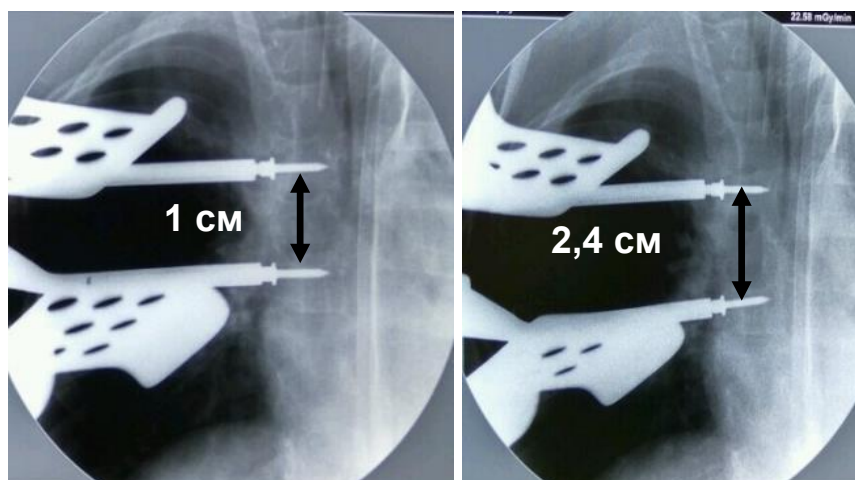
Интраоперационный рентгенологический контроль этапа контролируемой дистракции передней колонны позвоночника
